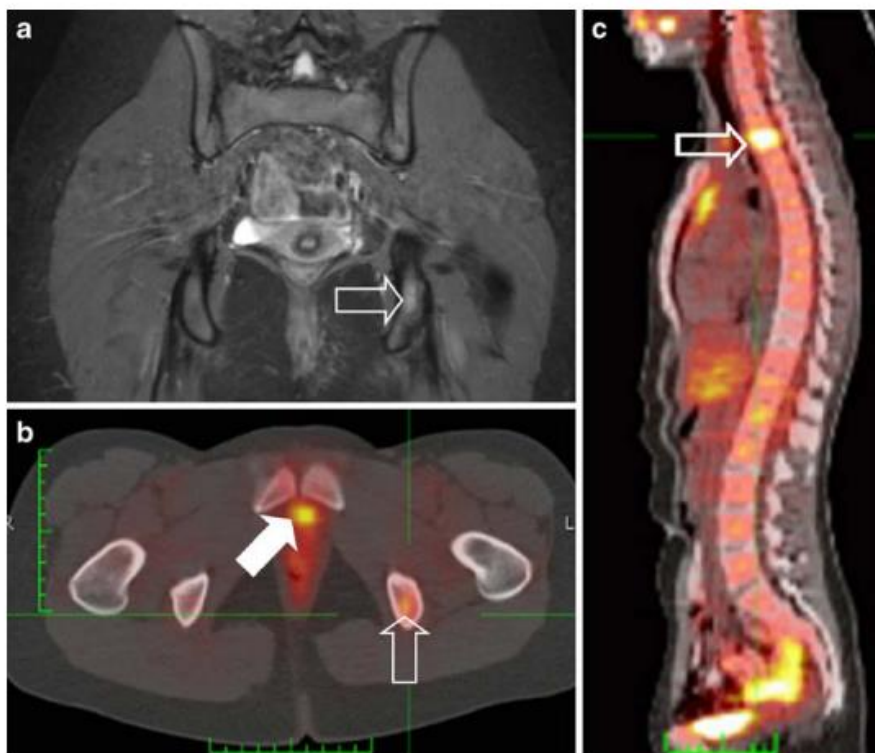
Pacient diagnosticada inicialment amb ARMS en l'anus. Dos anys després, es detecta la presència de múltiples metàstasis. A) Imatge IRM de la pelvis (visió frontal) on s'observa una major intensitat en l'isqui esquerra (fletxa buida). B) Imatge PET-TC que confirma la malaltia recurrent en la mateixa localització (fletxa buida). La fletxa sòlida indica l'excreció del marcador en la bufeta urinària. C) Imatge PET-TC que mostra una altra lesió en la columna vertebral (fletxa buida). Imatges obtingudes de Van Rijn R. *et al.* (2008)⁴³.
